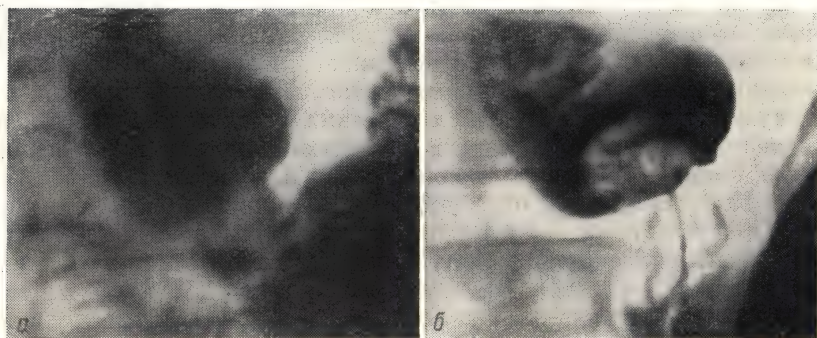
Выпадение (*a, б*) избыточной слизистой антрального отдела в луковицу двенадцатиперстной кишки (рентгенограмма).
